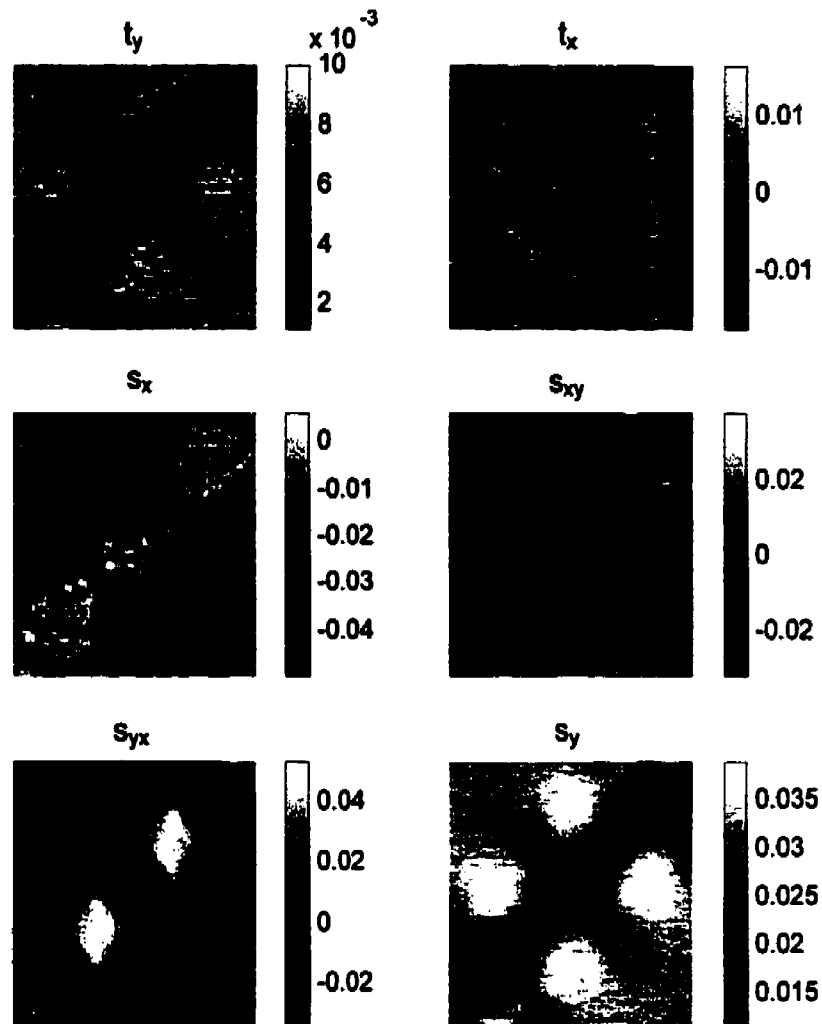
Présentation des résultats d'estimation des composantes de translations axiale (t_y) et latérale (t_x), ainsi que des composantes de déformation latérale (s_x), de cisaillement latéral (s_{xy}), de cisaillement axial (s_{yx}) et de déformation axiale (s_y) pour 3% de compression. La taille de la fenêtre de mesure considérée est $TA/3 \times TL/3$ ($\approx 2 \times 3.5 \text{ mm}^2$), et la fréquence du transducteur ultrasonore est de 5 MHz.
